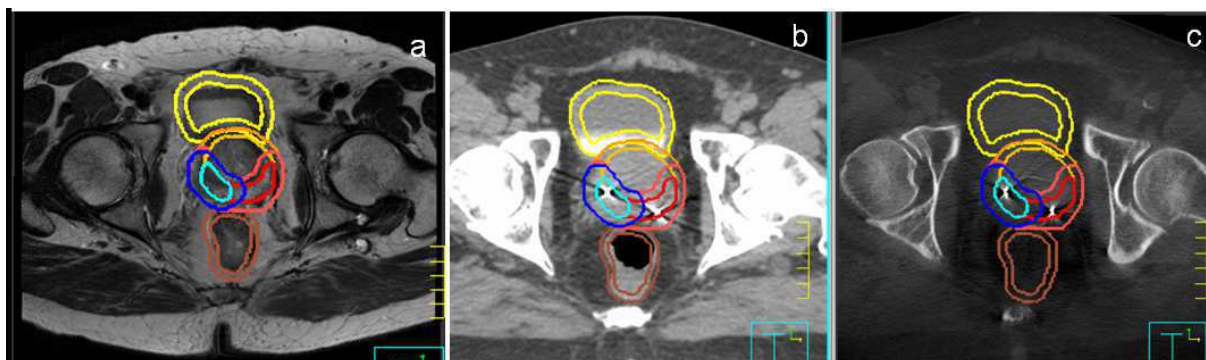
Segmentation des structures pour un patient traité pour cancer de la prostate sur images transverses IRM (a) lors de l'étape de définition de la cible, TDM (b) lors de l'étape de planification dosimétrique et CBCT (c) lors de l'étape de repositionnement de la cible ; en bleu ciel : la tumeur ; en rouge : zone périphérique postérieure (recalage prostatique réalisé grâce aux marqueurs intraprostatiques).
